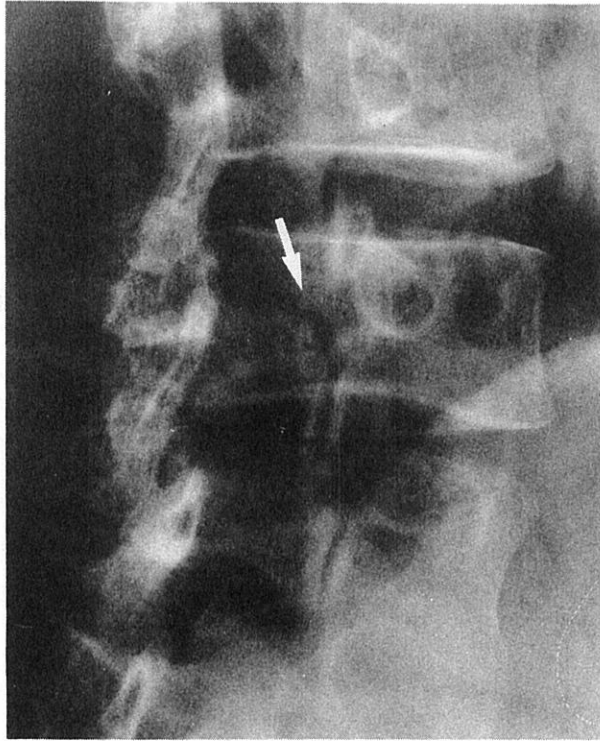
Case 2: Left posterior oblique lumbar spine radiograph of 14 March 1968 shows a left-side pars interarticularis defect (arrow) of L4
